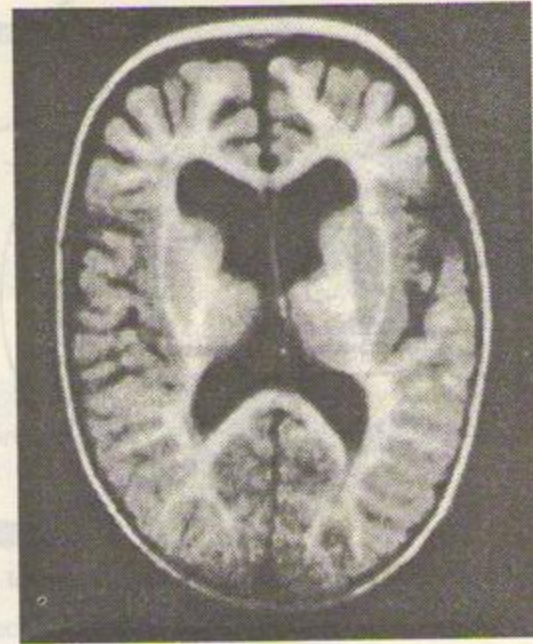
Imagine RM a unui creier de copil, evidențiind o mielinizare normală. Se remarcă intensitatea diferită a substanței albe de a cele cenușii (secvență de regenerare prin inversie)
